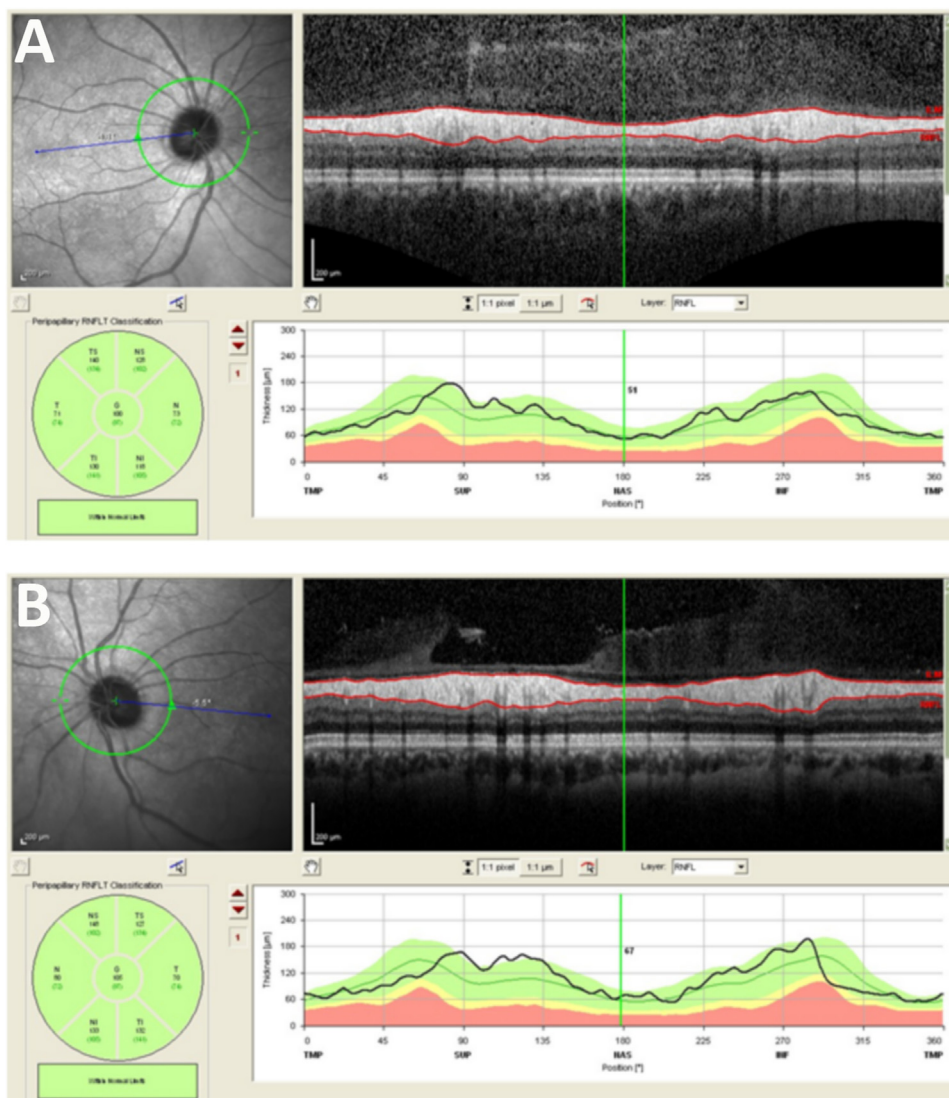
La normalité de l'épaisseur des fibres visuelles ne permet pas de dire que le patient n'a pas une mutation dans le gène principal *OPA1*. Tomographie en cohérence optique, a : œil droit ; b : œil gauche.
